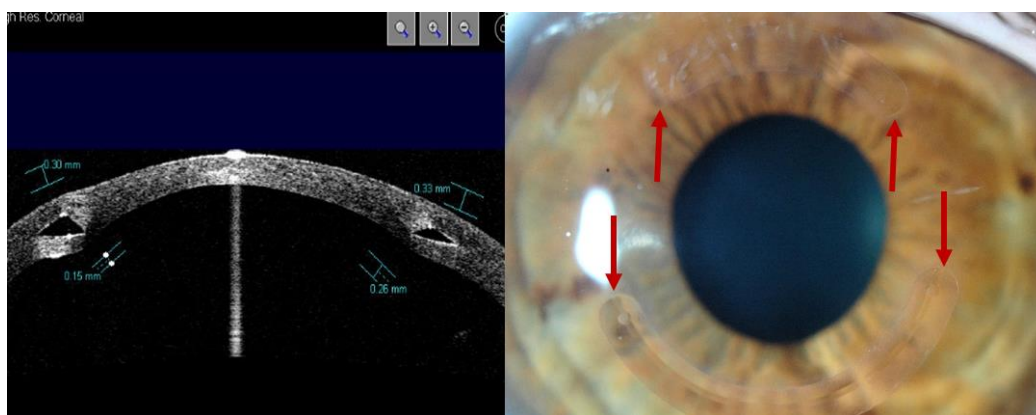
Izquierda*. Imagen mediante tomografía óptica de segmento anterior (OCT-Visante™) Paciente intervenida con dos ICRS, uno de  $250\mu\text{m}$  y el otro de  $150\mu\text{m}$ . *Derecha*. Misma paciente con imagen mediante lámpara de hendidura. Se puede observar la diferencia de longitud de arco entre el ICRS superior, de  $90^\circ$  y el inferior de  $150^\circ$ .
